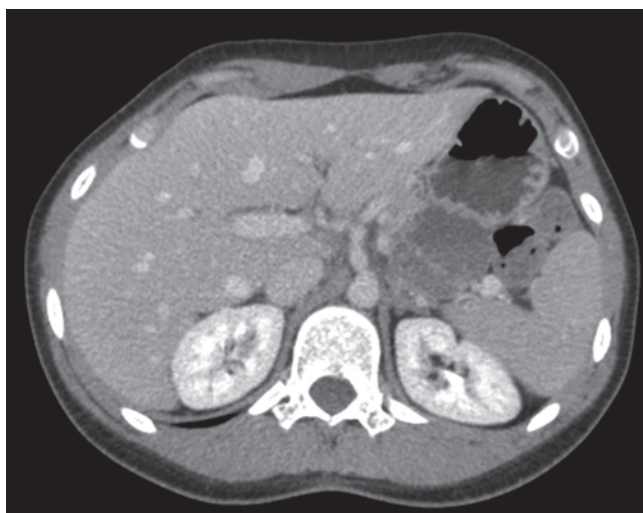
Imagen de tomografía computarizada del abdomen de una mujer de 25 años que presenta una lesión quística bien circunscrita con tabiques en el cuerpo y cola del páncreas. En la operación, el tumor estaba adherido a la arteria esplénica. El diagnóstico patológico fue carcinoma pseudopapilar sólido.
